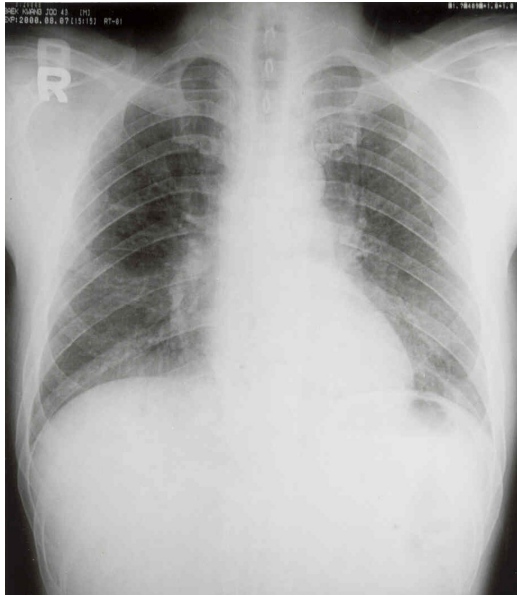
Chest X-ray revealed Ground glass and reticulo-nodular pattern on the entire lung fields.
